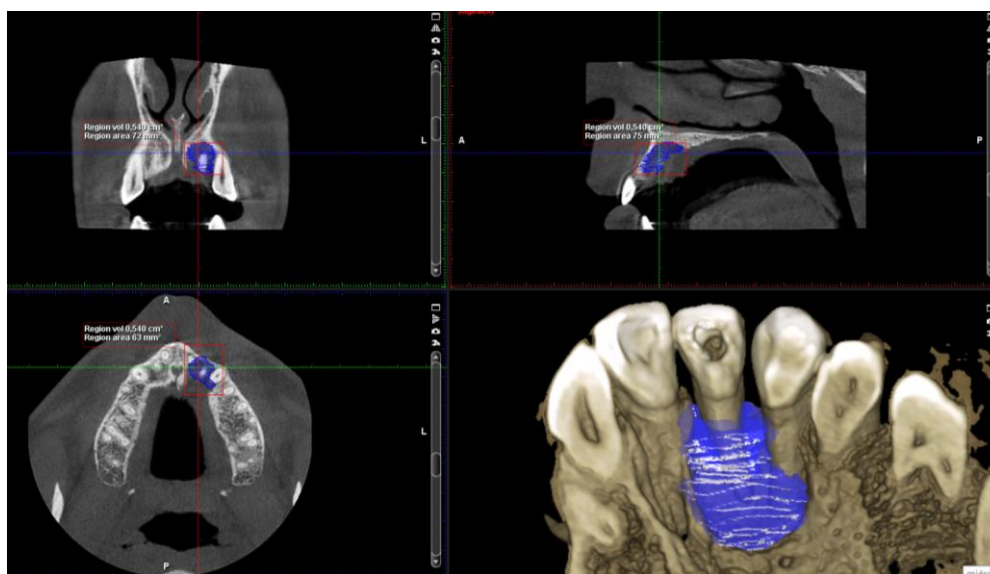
Área periapical en diente 2.2 con amplia perforación de la cortical palatina. a, corte coronal. b, corte sagital. c, corte axial. d, Simulación 3D
